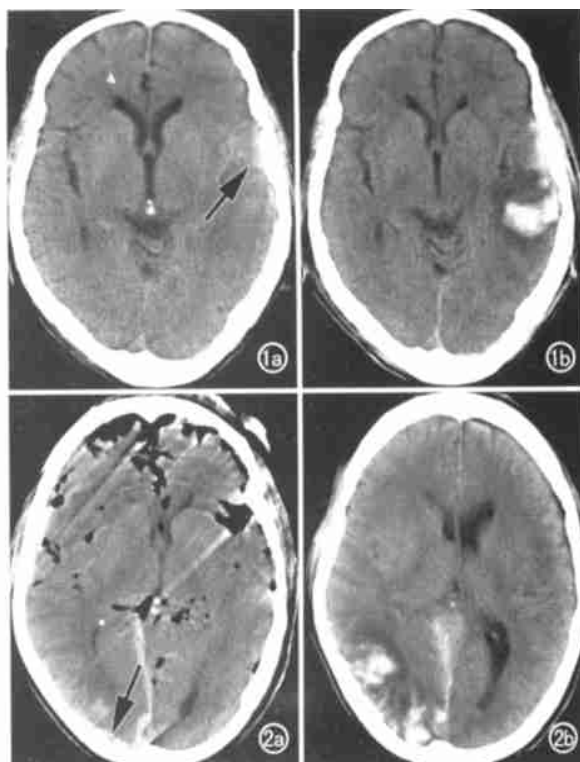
男, 70 岁, 车祸 15min。a) 首次 CT 扫描发现左额部“界面征”, 同时有左外侧裂池受压及高密度影; b) 24h 后复查, 出现左额叶挫裂伤伴颅内血肿。图 2 男, 48 岁, 高处坠落 20min。a) 首次 CT 扫描见右枕部“界面征”, 同时有颅底骨折, 颅内广泛积气, 后纵裂池积血; b) 20h 后复查, 出现右枕叶挫裂伤伴颅内血肿, 颅内积气明显吸收。
